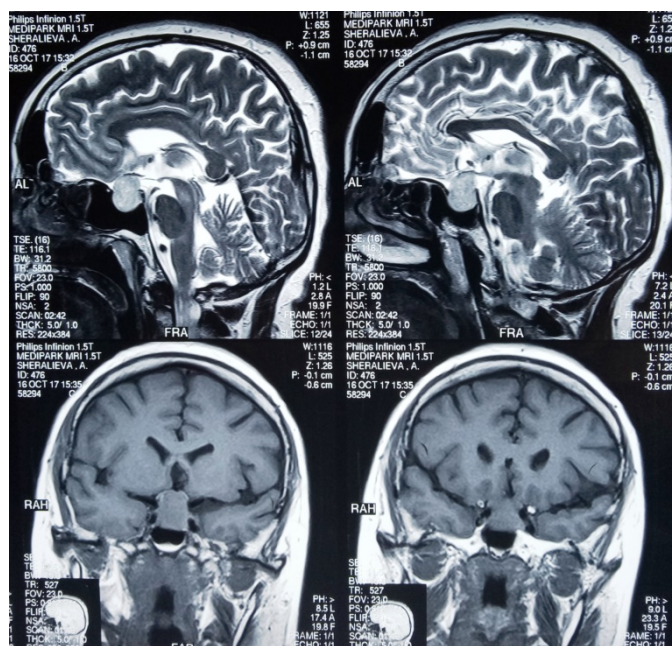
МРТ головного мозга. Эндосупраселлярная аденома гипофиза.
